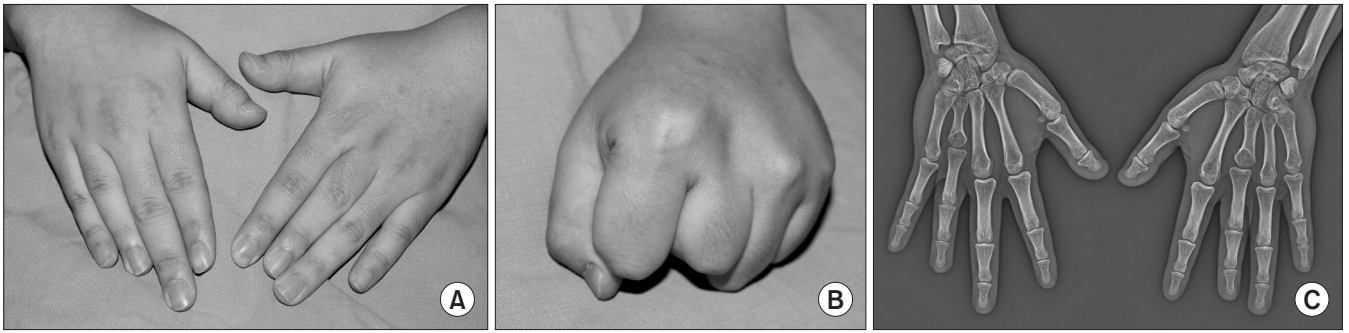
A 20-year-old male with a brachymetacarpia of the left 3rd and right 4th fingers. (A, B) Preoperative photographs during extension and flexion, (C) preoperative radiograph.
